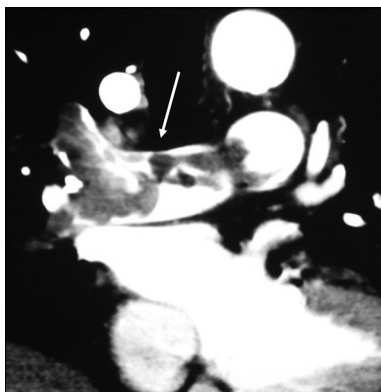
Массивная тромбоземболия лёгочных артерий. Тромбоземболы (указаны стрелкой) в лёгочном стволе и главных лёгочных артериях (мультиспиральная компьютерная томограмма с контрастным усилением)
